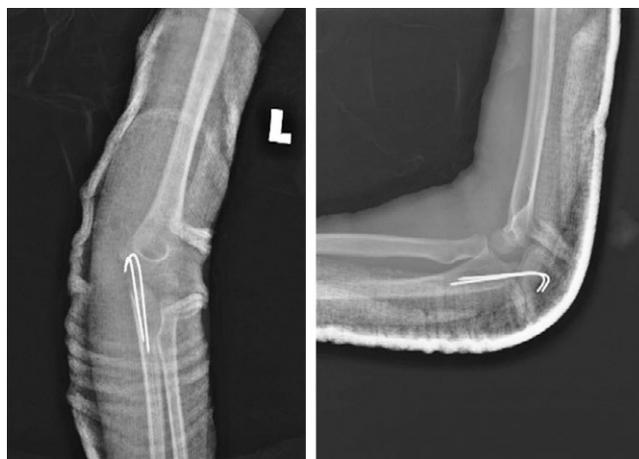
Обзорная рентгенограмма левого локтевого сустава после операции. Вывих устранен, для стабилизации перелома локтевого отростка установлены спицы Киршнера
